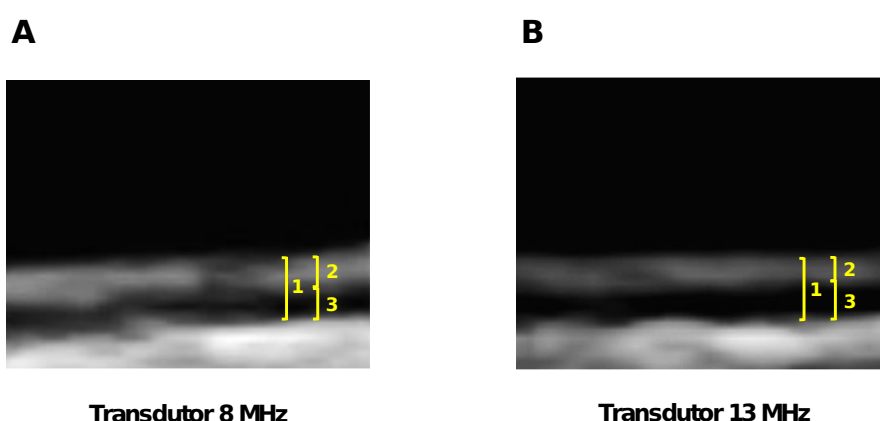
Imagens da Espessura íntima-média [1], Íntima [2] e Média [3] de artéria carótida obtidas por meio de ultrassonografia bidimensional em um paciente masculino de 43 anos, portador de hipercolesterolemia, utilizando transdutor a 8 MHz (A) e a 13 MHz (B). Nota-se uma maior capacidade de se discriminar os limites das camadas Íntima e Média e, particularmente, a interface Íntima-Média com o transdutor com maior frequência.
